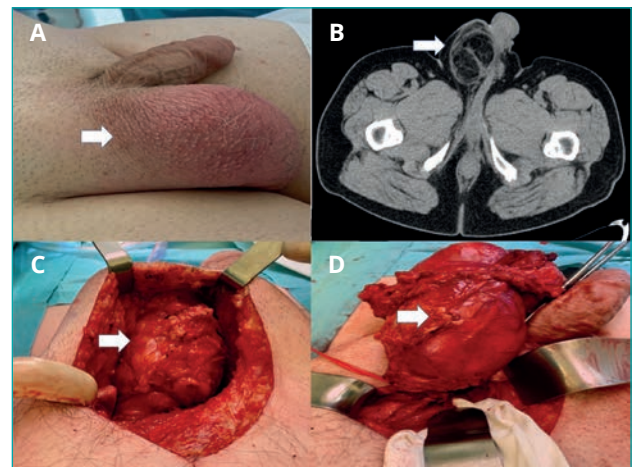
A. Aspecto externo del testículo derecho (flecha), con eritema asociado. B. Imagen del TC en la que se muestra el tumor paratesticular (flecha). C y D. Aspecto quirúrgico del tumor (flecha), con amplia adhesión al testículo derecho.
